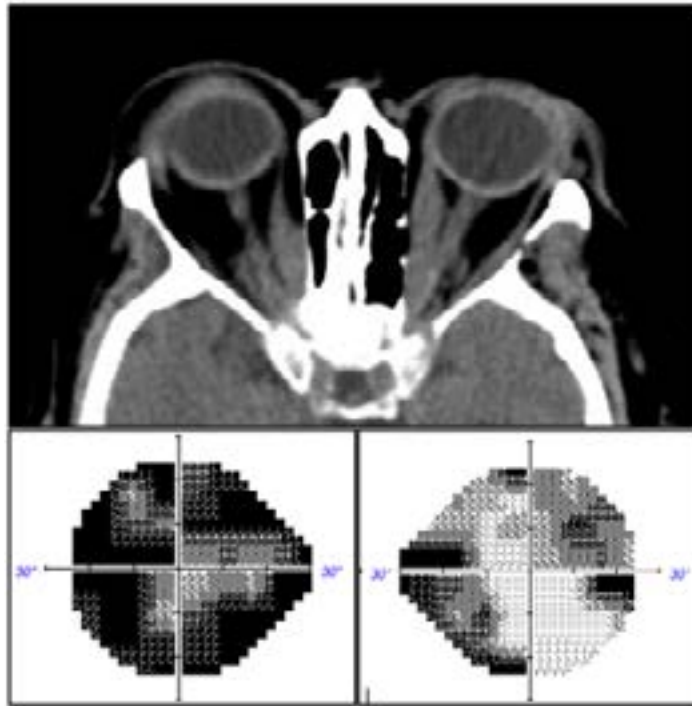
Neuropatía óptica bilateral secundaria a orbitopatía tiroidea. Arriba, tomografía axial computerizada: engrosamiento de ambos rectos mediales con contacto con ambos nervios ópticos y compromiso de espacio en el vértice orbitario de ambos ojos. Abajo, defectos campimétricos extensos con mayor afectación en ojo izquierdo.
